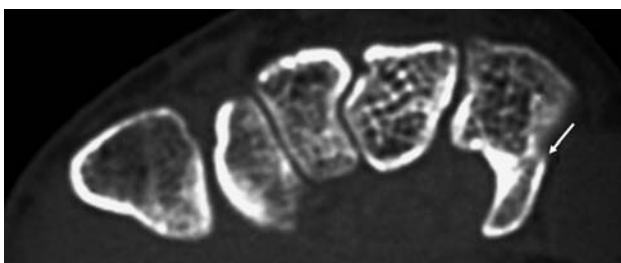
Аксиальная компьютерная томограмма на уровне крючковидной кости. Перелом крючка крючковидной кости без смещения.
